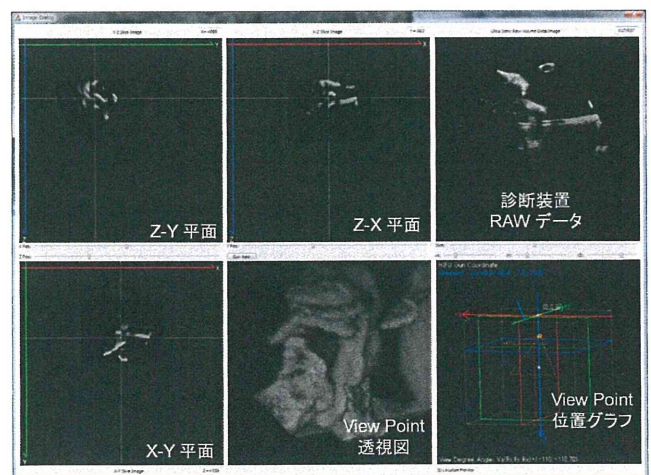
超音波画像データのグラフィカル表示.
